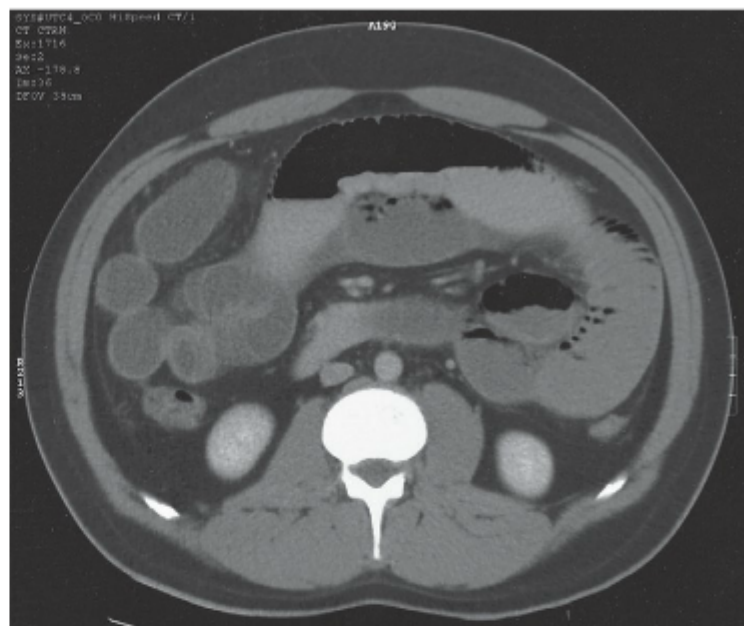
TC do meio do abdome mostrando alças de intestino delgado dilatadas cheias de líquido e cólon ascendente e descendente descomprimidos. Esses são achados típicos de TC na obstrução do intestino delgado. (Cortesia de Eric Walser, MD, The University of Texas Medical Branch.)
